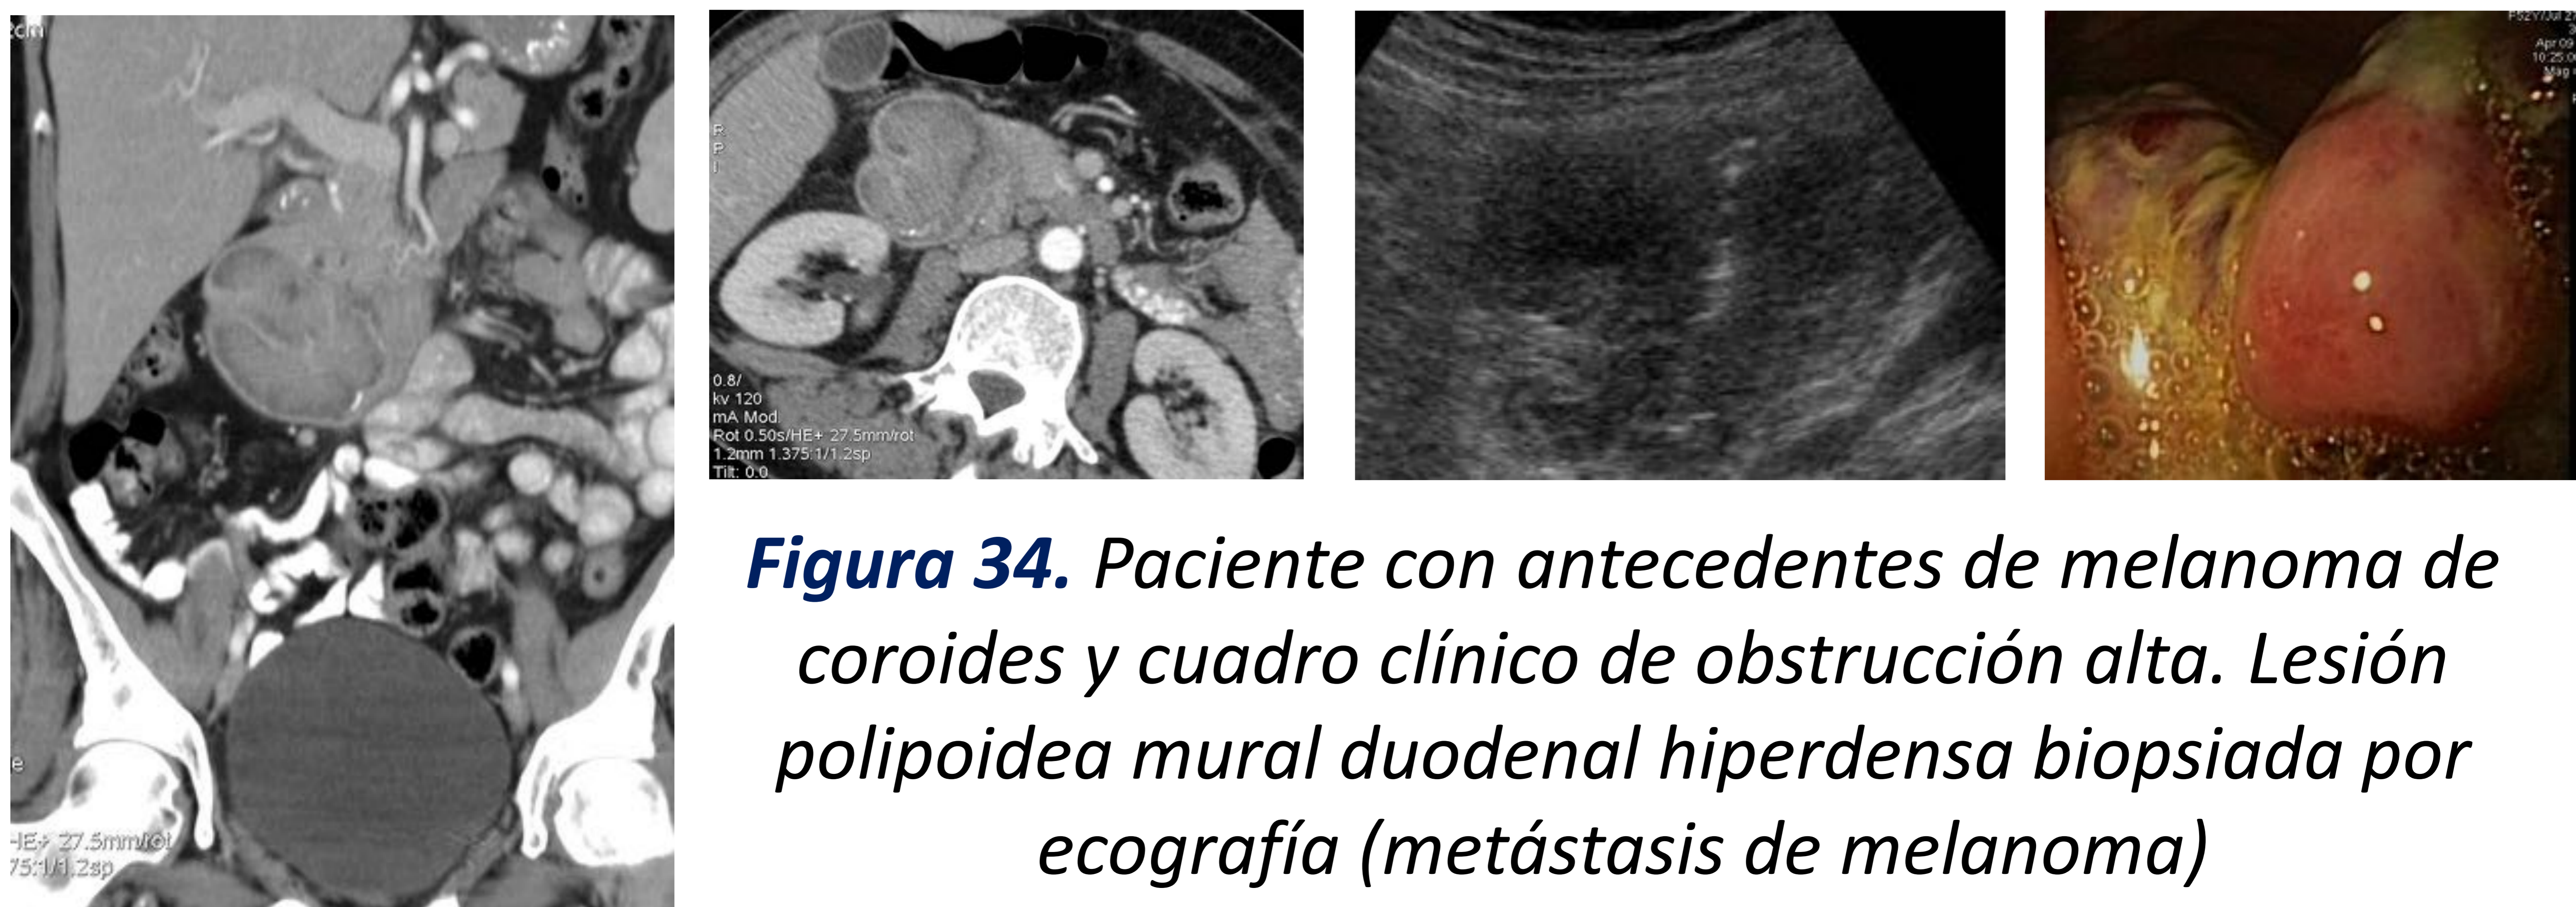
Paciente con antecedentes de melanoma de coroides y cuadro clínico de obstrucción alta. Lesión polipoidea mural duodenal hiperdensa biopsiada por ecografía (metástasis de melanoma)
